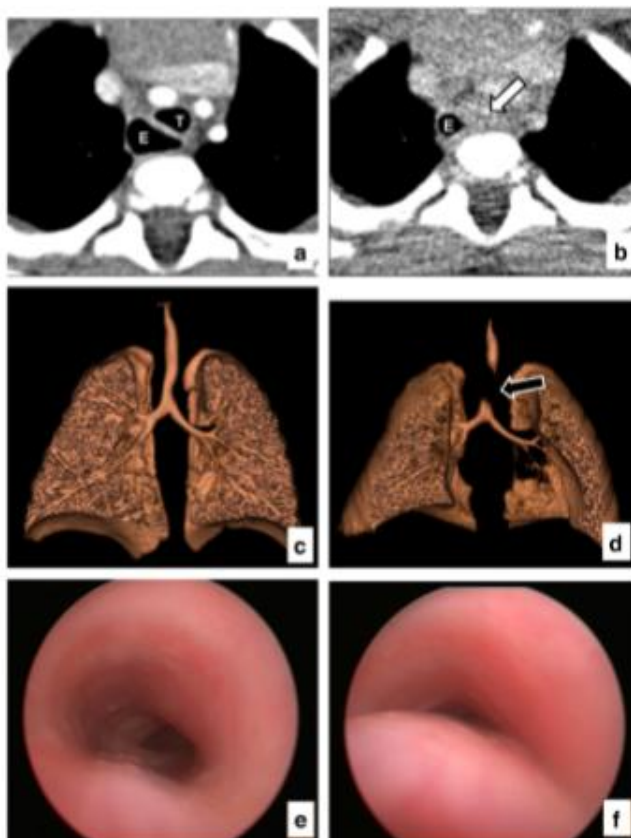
Αξονικές CT απεικονίσεις TBM (βλέπε βέλη) γυναίκας 54 ετών a) κατά την εισπνοή, b) κατά την εκπνοή [40].
